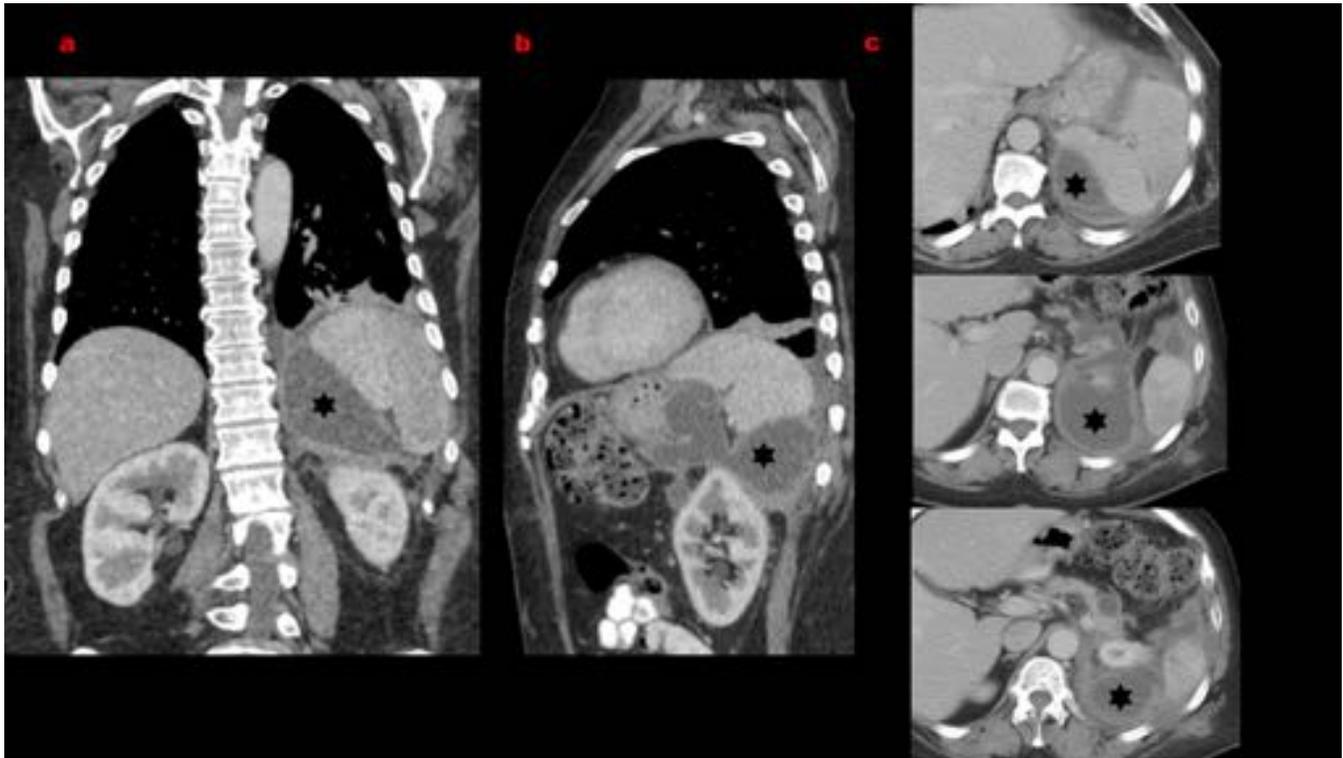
Mujer de 59 años. Suprarrenalectomía izquierda con abordaje anterior. A.P.: neoplasia adrenocortical variante oncocítica y mielolipoma concomitantes. Tras recibir el alta, precisó reingreso por fiebre y molestias, con supuración a la piel. TC: colecciones (asterisco) subfrénicas que alcanzan la cola del páncreas, en relación con fuga pancreática colecciones agudas de fluido /pseudoquistes. Infarto esplénico. Se realizó esplenectomía y drenaje de la colecciones.
